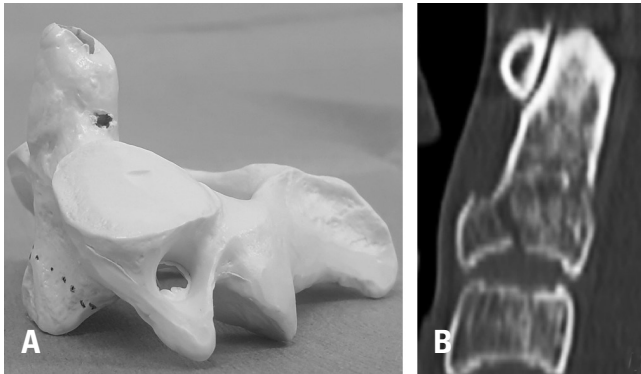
Avulsion-type C2 vertebral body fracture depicted on an anatomical skeleton model and computed tomography scan. The purple dotted line is the fracture line, lying on the anterior-inferior side of the vertebral body, which corresponds to the insertion site of the anterior longitudinal ligament (A-B).
